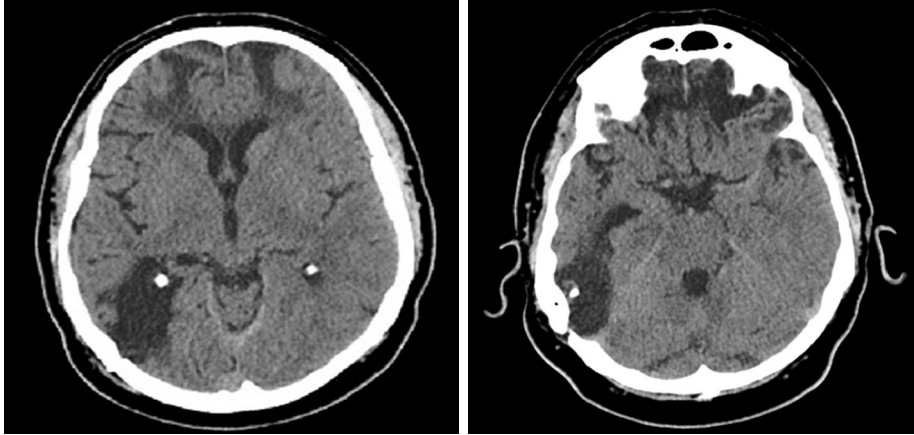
МСКТ головного мозку. Поренцефалічна кіста скроневої ділянки
